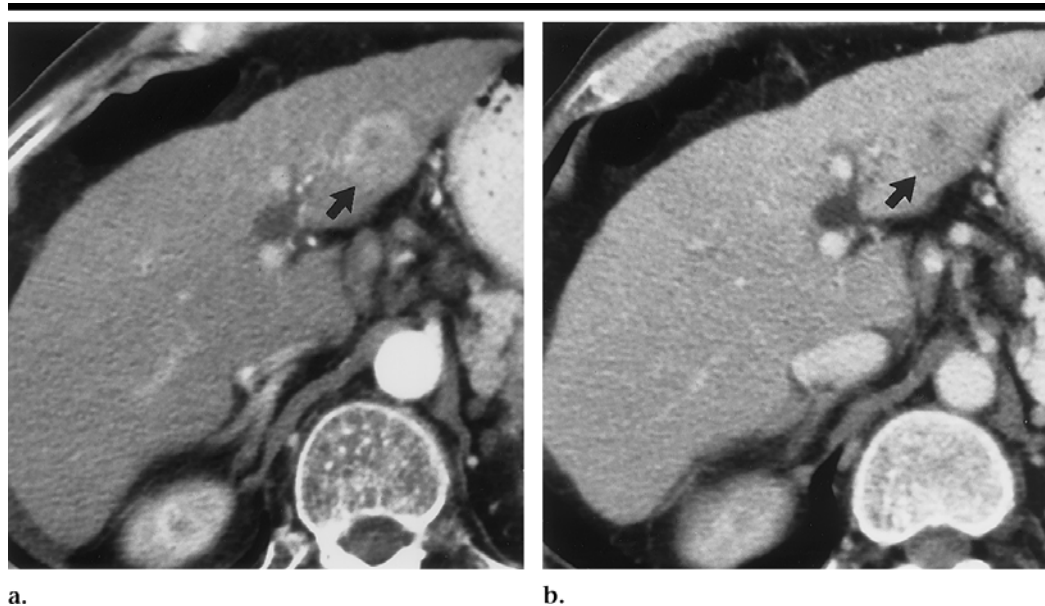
Petit carcinome hépatocellulaire avec aspect typique à la TDM.
